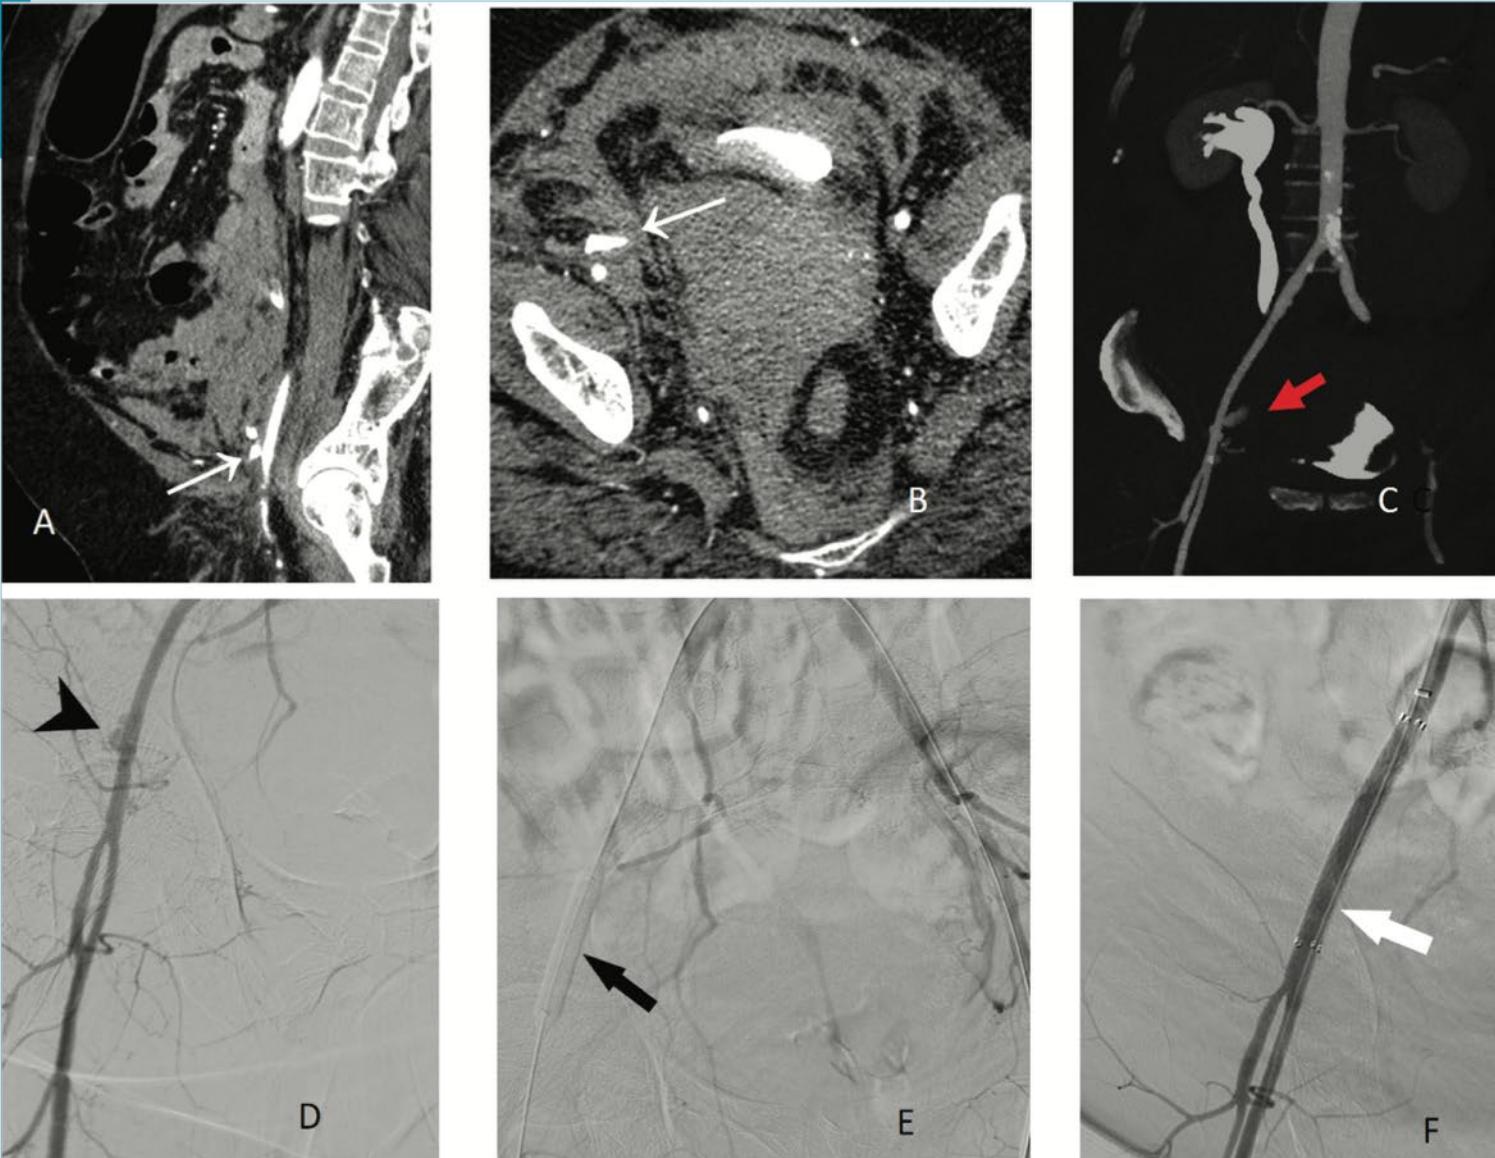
Retroperitoneal bleeding. High puncture in the distal external iliac artery in a 47-year female resulted in a large retroperitoneal hematoma (RPH). Sagittal contrast-enhanced computed tomography (CECT) images show contrast extravasation from the external iliac artery (white arrow in A) with large RPH. Axial CECT (B) and coronal reformat images (C) show contrast extravasation (arrows in B and C) with adjacent hematoma. This patient did not respond to conservative treatment and was taken for an angiogram from the contralateral side. Angiogram (D) shows contrast extravasation (arrowhead) from external iliac artery. Low-pressure balloon angioplasty was attempted for 10 minutes (arrows in E) but failed. Self-expanding stent graft was placed resulting in a seal of the leak (arrows in F).
